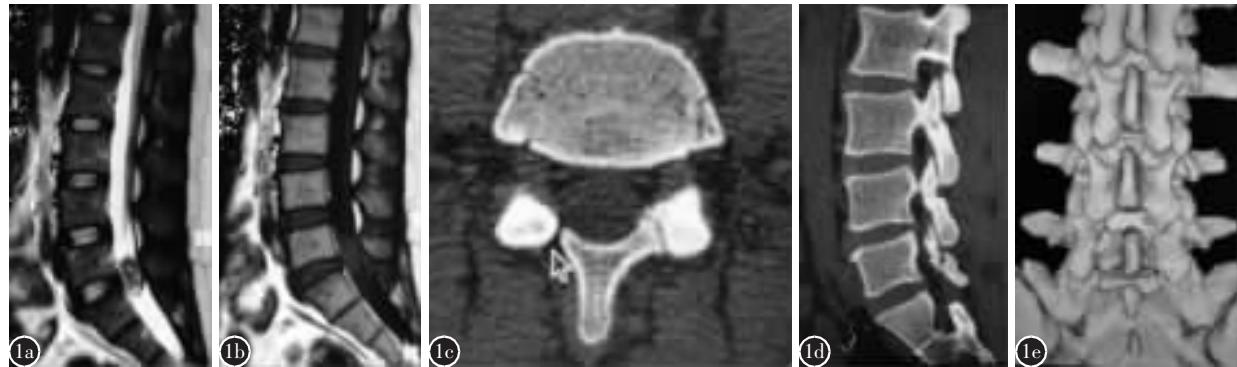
患者男性,28岁 a,b 术前MRI T2WI及T1WI矢状位可见L5椎管内占位性病变 c,d,e 术后1年CT复查见椎板、关节突部分融合,未见椎板下沉
